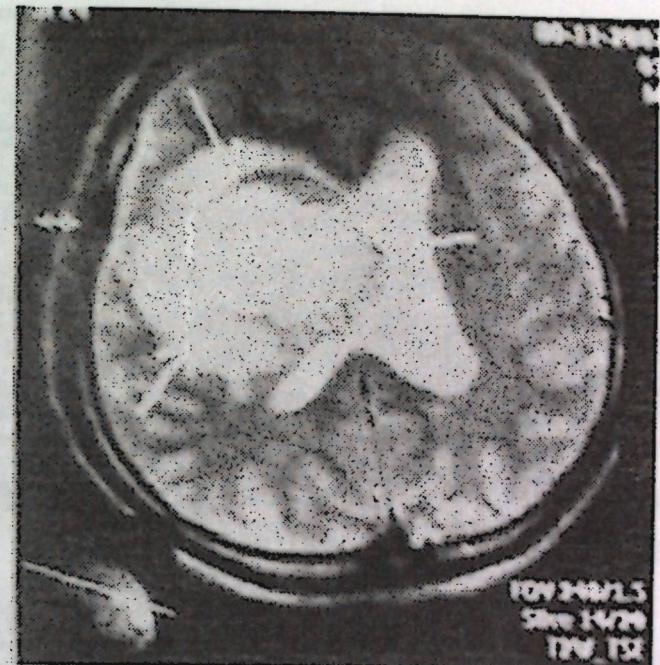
МР томограмма с медиальной гематомой.
